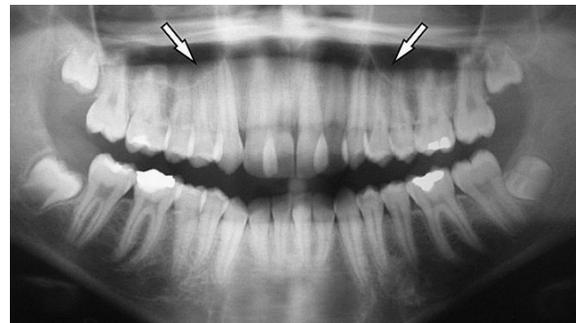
Radiografia panorâmica inicial. As setas indicam a íntima relação do seio maxilar com as raízes de pré-molares e caninos.
